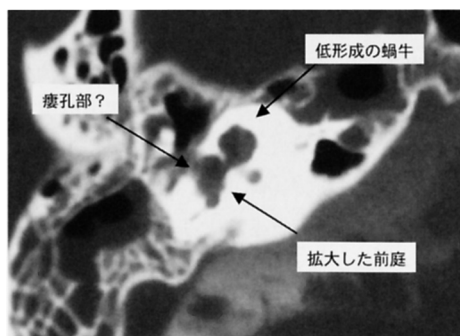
CT scan showing inner ear malformation
